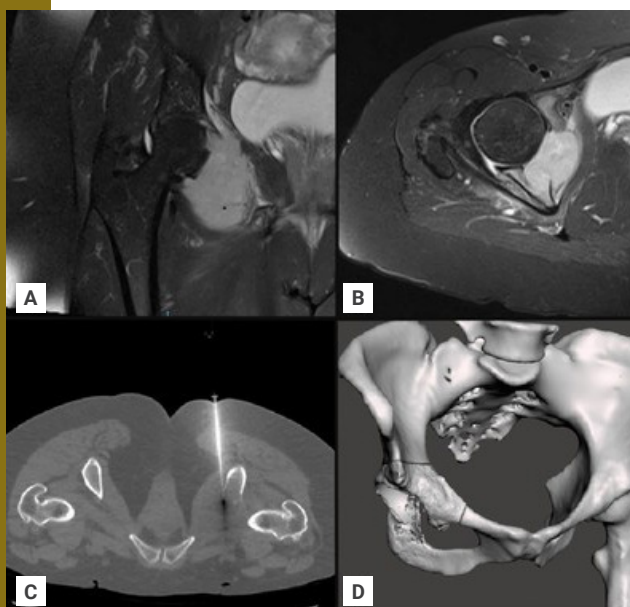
RNM mostrando localização do tumor, acometendo a região periacetabular e insinuando-se no interior da pelve e do forame obturatório: a) corte coronal. b) Corte axial. c) Biópsia guiada por TC confirmou osteossarcoma. d) Com as imagens da TC, foi criado um modelo virtual da bacia, no qual foi possível projetar a ressecção ideal. (RNM: ressonância nuclear magnética; TC: tomografia computadorizada.)
